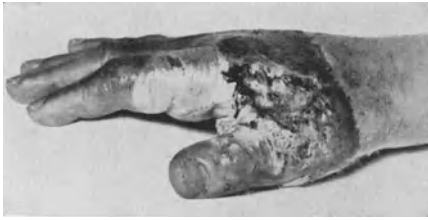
75. Röntgenulzeration 1921 entstanden, wenige Tage nach Bestrahlung mit filtriertem Röntgenlicht (wegen Ekzem). Die Röntgenwunde hatte 1 Jahr ohne Heilungstendenz unter sehr starken Schmerzen bestanden. Behandelt mit Finsenlicht 300 Sitzungen à 5 Minuten. Seit $2\frac{1}{2}$ Jahren heil. Patient völlig arbeitsfähig.
